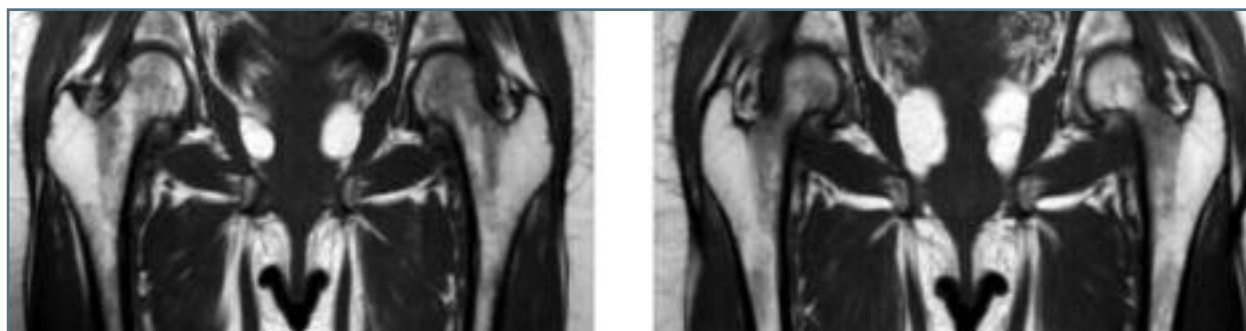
RM 22 dias após o parto apresentando hipersinal difuso nas ponderações sensíveis ao líquido, da cabeça e colo do fêmur, bilateralmente, traduzindo infiltração edematosa, sendo estas alterações mais evidentes à esquerda
